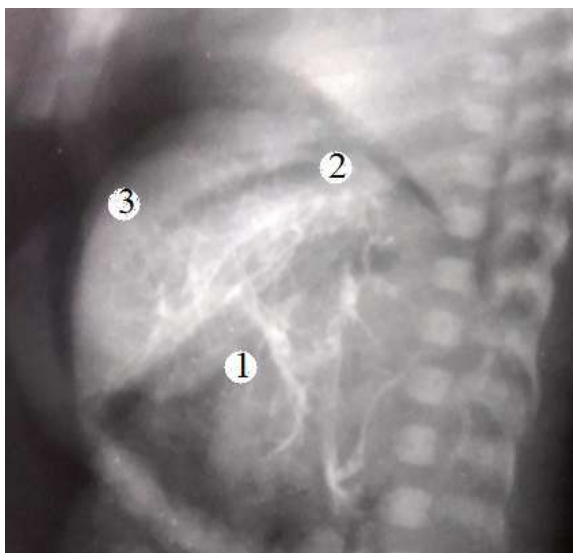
Рентгенограма печінкових судин в бічній проєкції плода 385,0 мм ТПД. Фоторентгенограма. Зб. $\times 2,5$:
